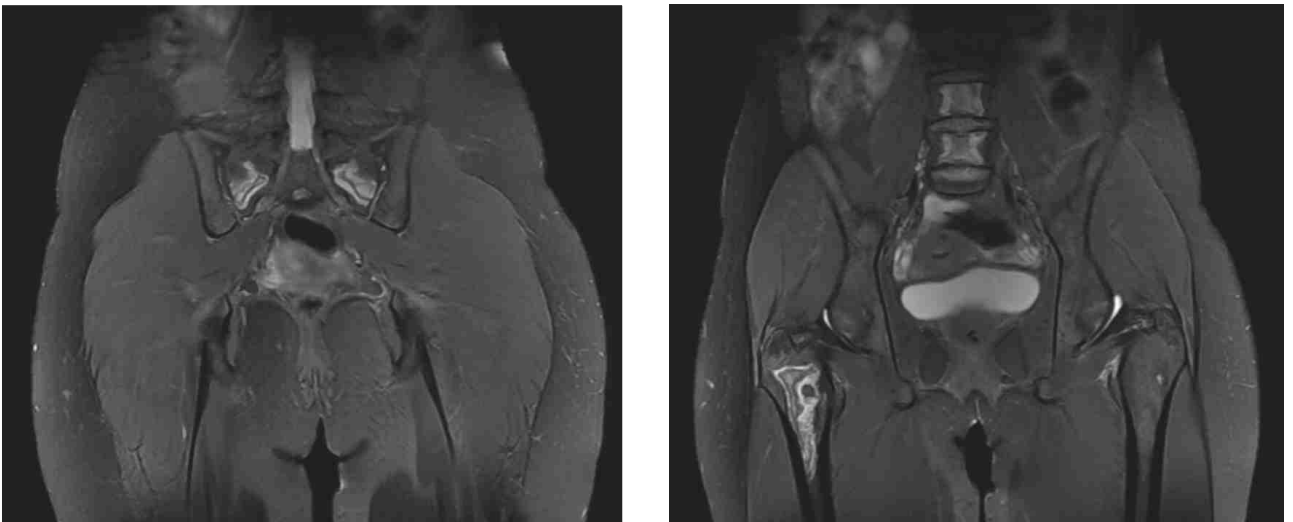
Cas n°14. Drépanocytose homozygote. IRM de hanche séquence T2.
